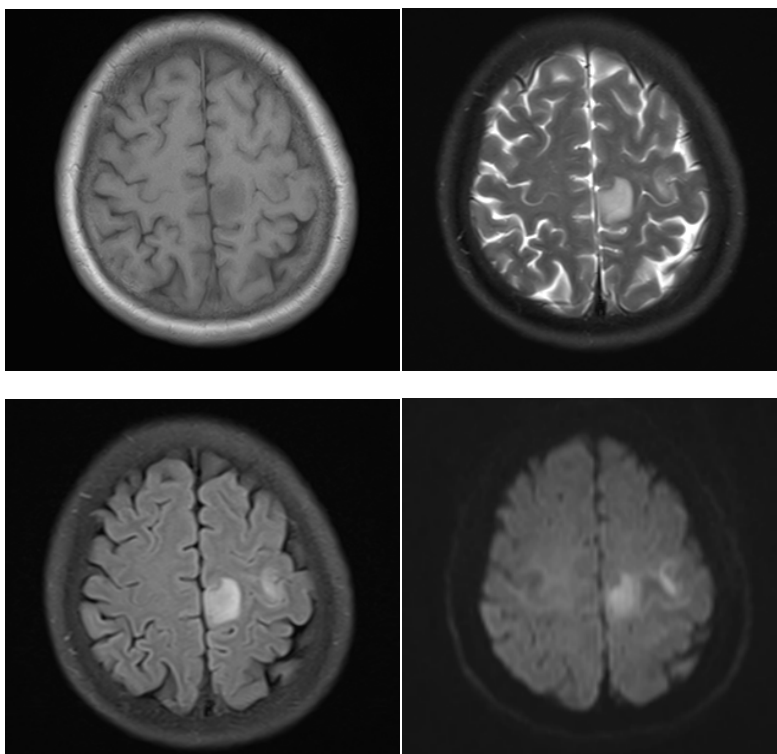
MRI revealed the infarcted focus of the left frontoparietal lobe
